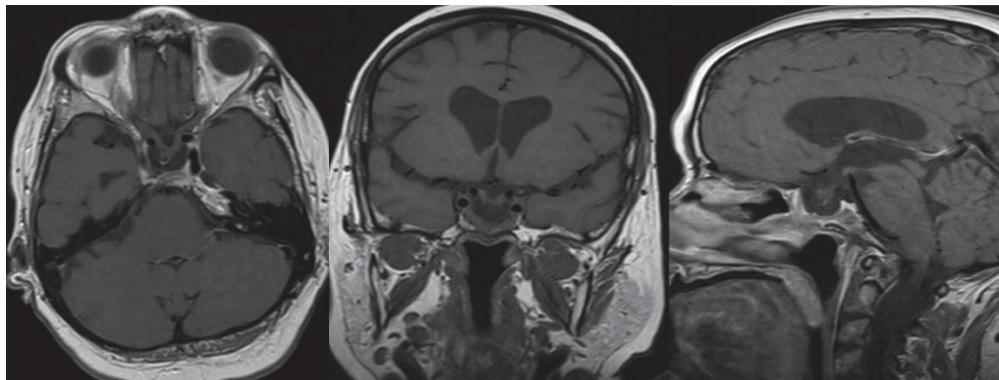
МРТ головного мозга через 2 года после операции: данных за рецидив опухоли нет
